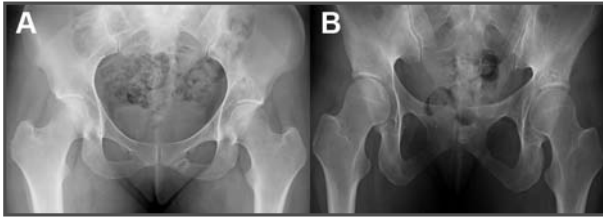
Radiografía simple anteroposterior de la pelvis en la que se observa la fractura de la rama isquiopúbica izquierda y el oncondroma supraacetabular izquierdo. 1B. Radiografía simple anteroposterior de la pelvis al año del inicio de la clínica, en la que se observa la consolidación de la fractura de la rama.
